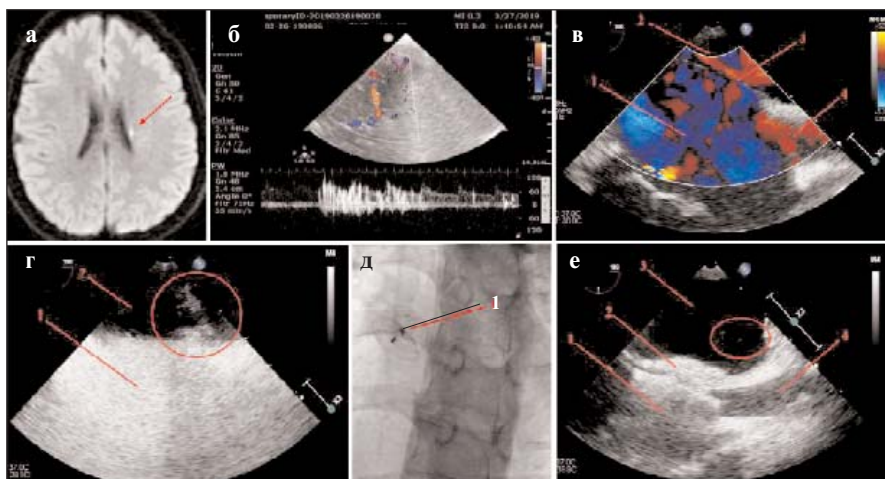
Результаты обследования пациентки М., 43 лет: а — МРТ головного мозга в режиме диффузионно-взвешенного изображения. Виден очаг острого инфаркта в глубинных отделах левой теменной доли; б — ТКДГ-ПП, 3-я степень выраженности ПЛШ; в — ЧП-ЭхоКГ до вмешательства, бикавальная проекция. Правое (1), левое (2) предсердия, МПП (3), верхняя полая вена (4); г — ЧП-ЭхоКГ с контрастированием до вмешательства, бикавальная проекция. Правое предсердие (1), «туго» заполненное пузырьками воздуха. Левое предсердие (2), наблюдается поступление большого числа микропузырьков в его полость (обведено красной линией); д — ангиография в прямой проекции. Окклюдер в межпредсердной перегородке (МПП; 1); е — ЧП-ЭхоКГ сразу после имплантации окклюдера с контрастированием, бикавальная проекция. Поступление нескольких пузырьков воздуха (выделено красной линией). Левое предсердие (1), окклюдер в МПП (2), правое предсердие (3), верхняя полая вена (4)
